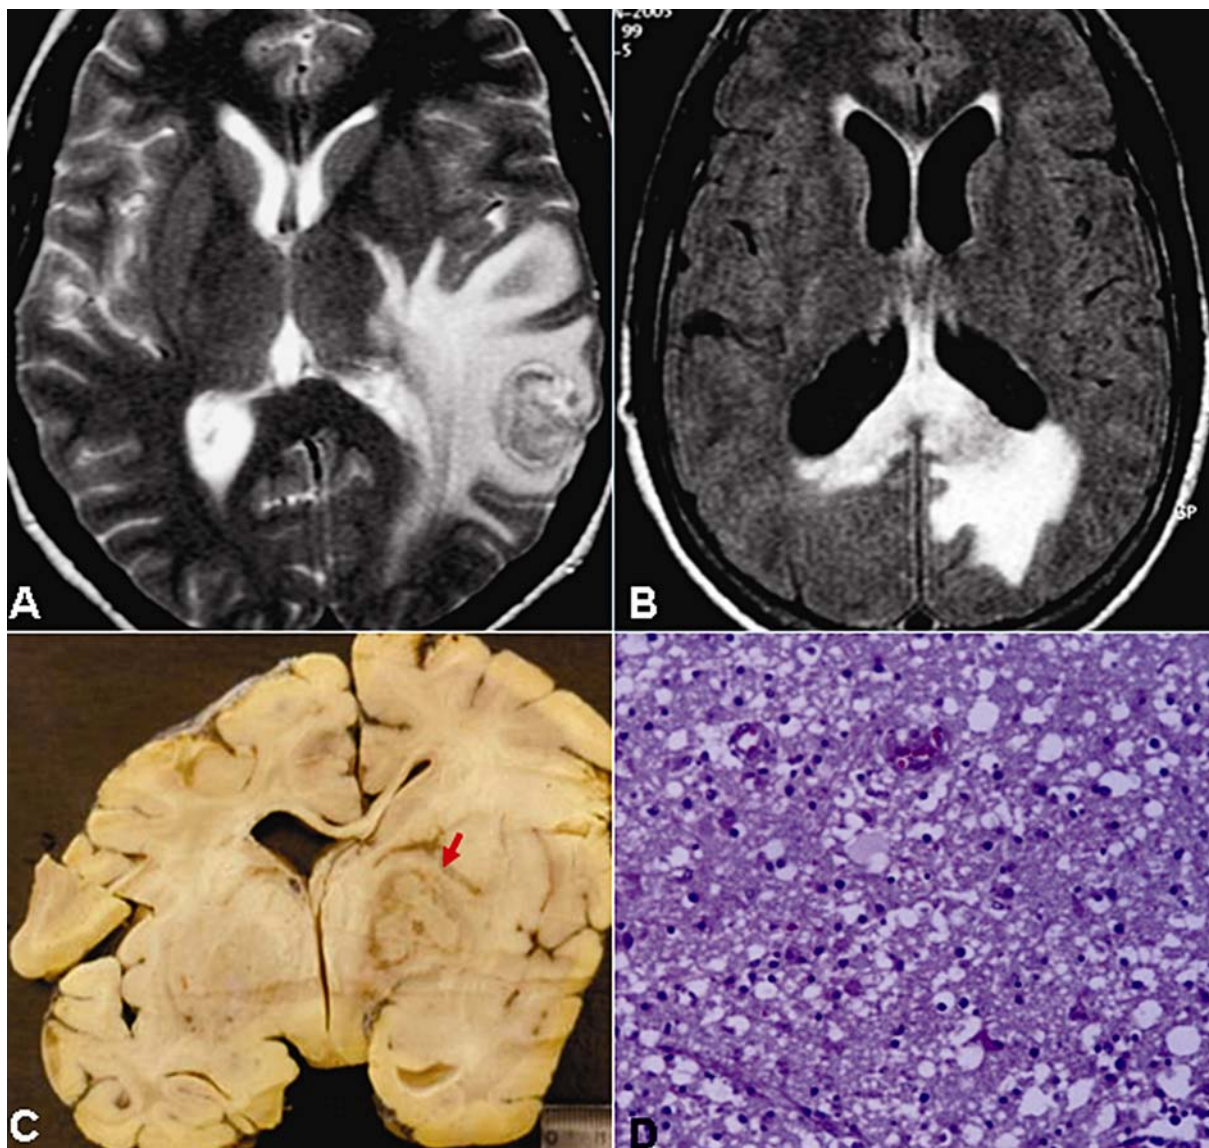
C e D. Zona Periférica (Edema). A) Imagem de RM ponderada em T2; B) Imagem de RM ponderada em T2 “FLAIR”; C) Corte macroscópico com lesão em núcleo lenticular direito; D) Corte histológico em área de espongiose (HE 25x).
